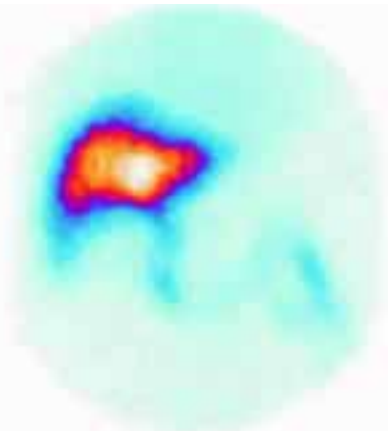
Гепатосцинтиграма хворого С. з жовчнокам'яною хворобою
